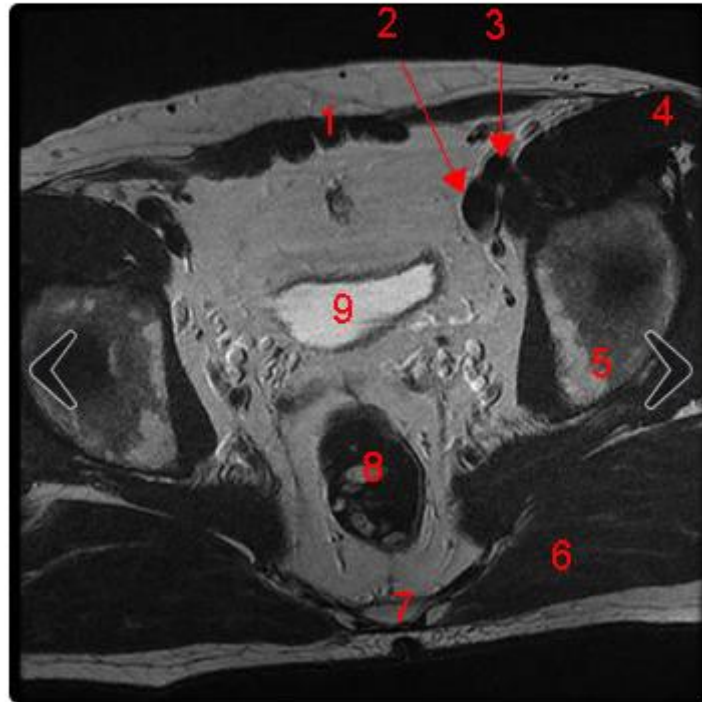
IRM du bassin masculin, coupe axiale, T1[8]
